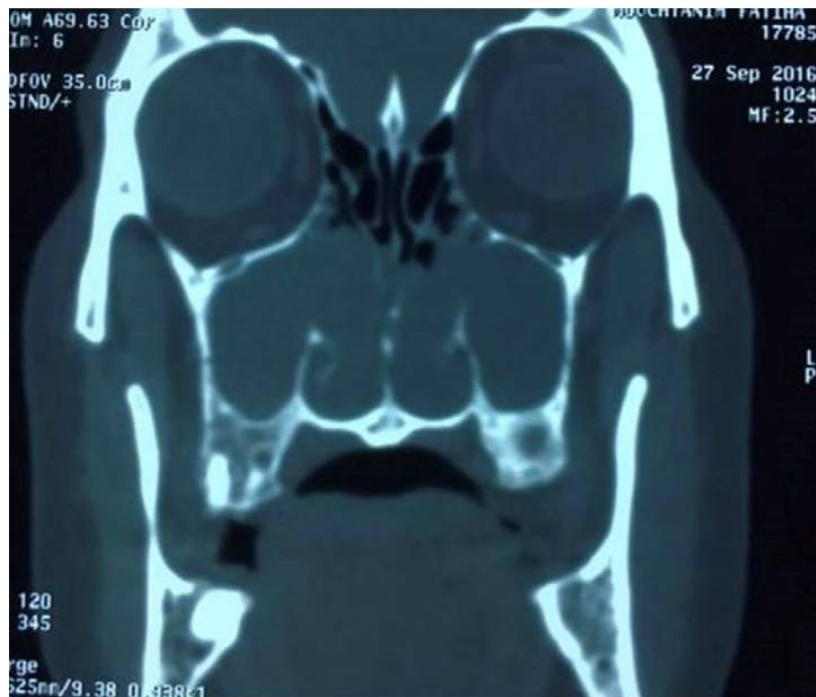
CT-SCAN montrant un PAC bilatéral
